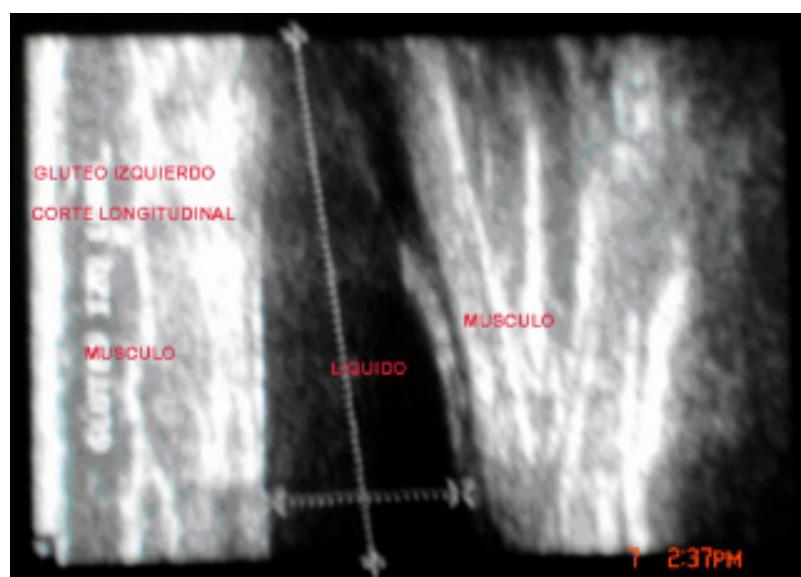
Resonancia magnética de glúteo izquierdo corte longitudinal. Se observa zona (líneas punteadas) entre fascias musculares con acumulación de líquido.
